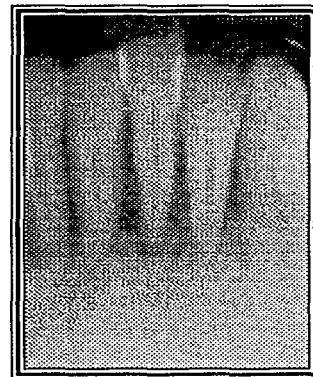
Radiografía de una boca sana en la que el hueso sujeta la totalidad de la raíz. ²⁹
